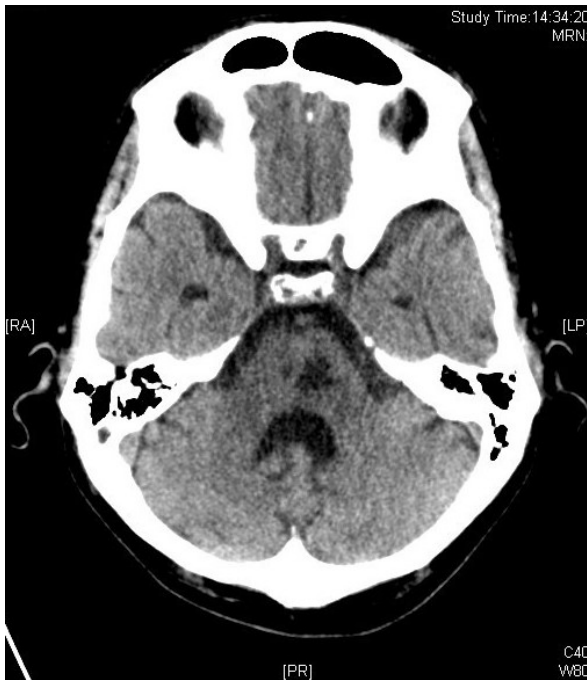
CT des Pons. Zystisch umgebauter linksseitig betonter Hirninfarkt im Pons als Ursache des LIS (Pat. 6).
